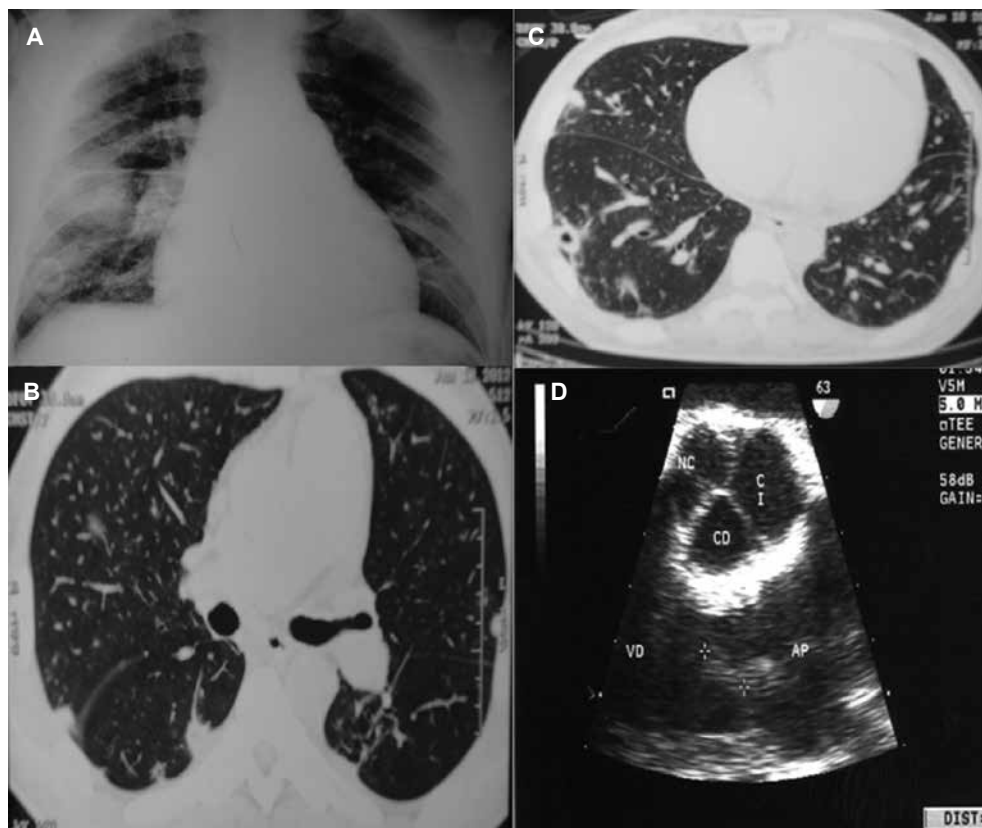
Imágenes de embolia séptica pulmonar. A. Múltiples nódulos a nivel periférico, incluso con cavidad en 1/3 inferior de hemitórax derecho. B. Nódulos periféricos en hemitórax derecho en los cuales se insinúa el signo del vaso nutricional. C. Lesiones cavitadas periféricas en TAC de tórax. D. Imagen de vegetación en ecocardiograma transesofágico.
